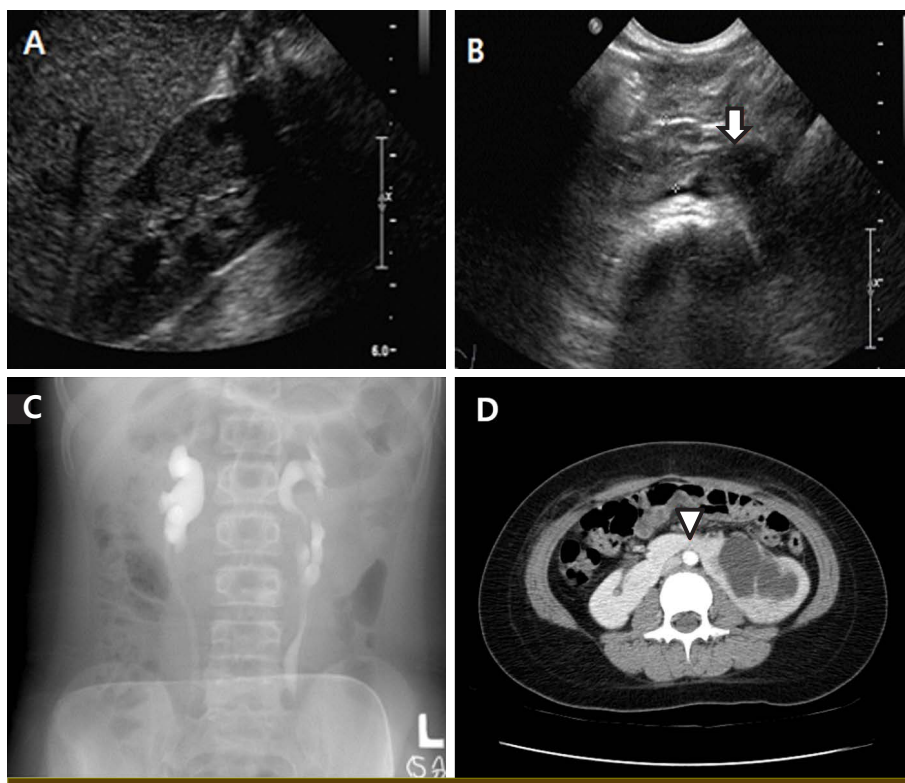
KUB ultrasonography reveals kidneys are low lying and have vertical axis, continuation of the lower pole of each kidneys toward and across the midline (arrow: isthmus) (A, B). Excretory urography shows horseshoe kidney with vertical line of axis, ureteral deviation and high insertion (C). CT reveals both kidneys are low lying and have continuation of the lower pole of each kidneys toward and across the midline (arrowhead: isthmus) (D).
